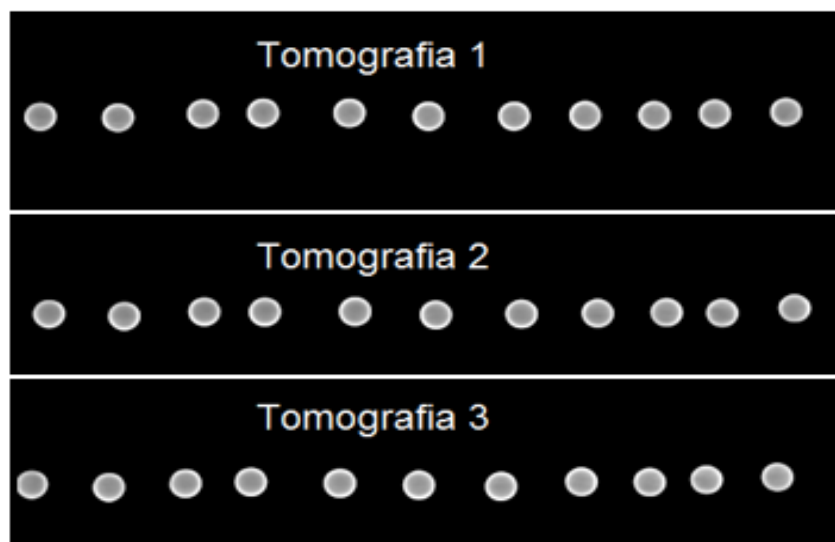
Imagens das três tomografias com os cortes axiais, transversais e coronais das amostras com seus respectivos parâmetros de aquisição.
